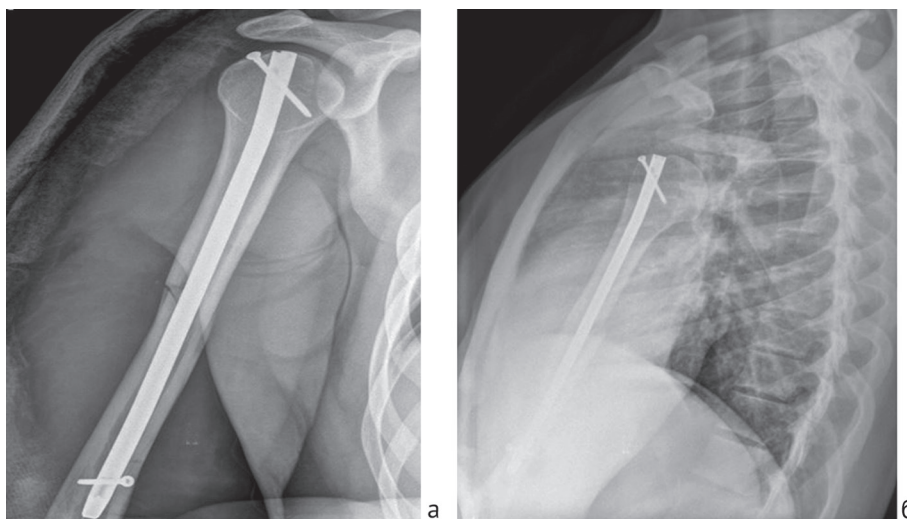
Итоги оперативного лечения: а – рентгенограмма правой плечевой кости в прямой проекции; б – рентгенограмма правой плечевой кости в трансторакальной проекции
